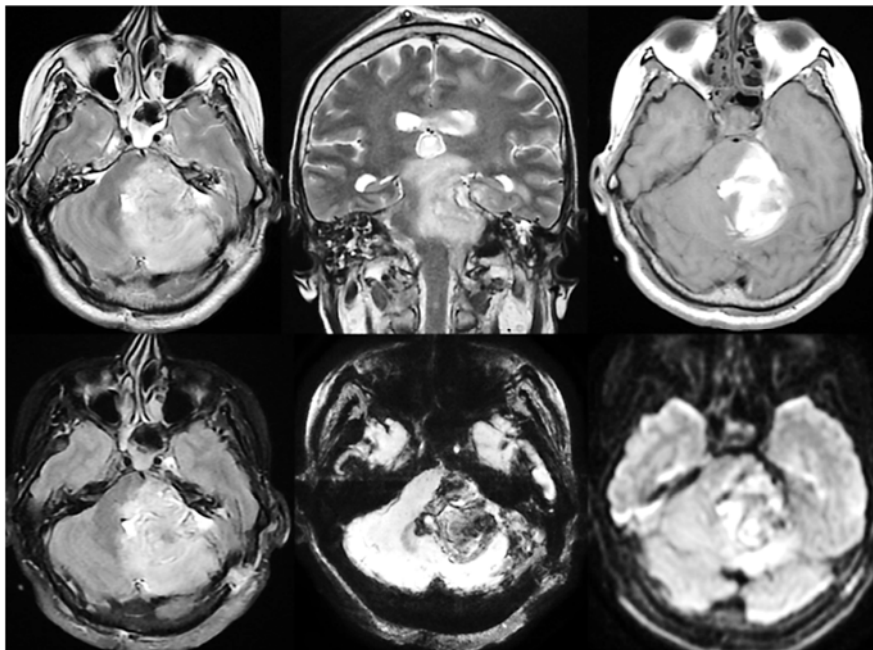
Контрольная МРТ головного мозга, ишемия и геморрагическая имбибиция структур ЗЧЯ
